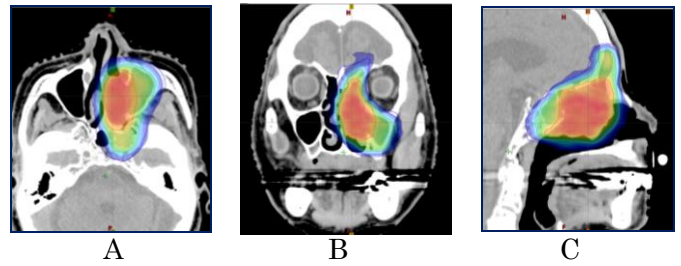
ノバルス Tx による鼻腔悪性黒色腫に対する IMRT の線量分布図 (FDG 集積を考慮した SIB 法)
